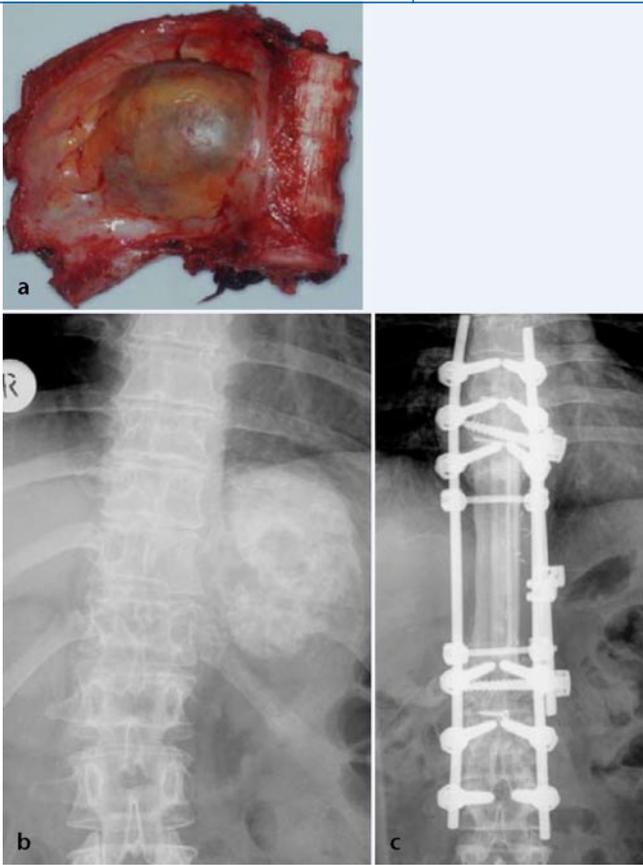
◀ Fall 6. 31-jähriger Patient mit einem großen Osteosarkom von Th9–12 reichend. Marginale Resektion, RG IV: a Resektat nach En-bloc-Spondylektomie von 4 Wirbelkörpern und angrenzenden Rippen. b,c Prä- und postoperatives Röntgenbild a.-p.. Beachte die Größenausdehnung des Tumors im Bereich der linken Thoraxwand. Die ventrale Lastabstützung erfolgte mittels 2 Fibulaspänen
